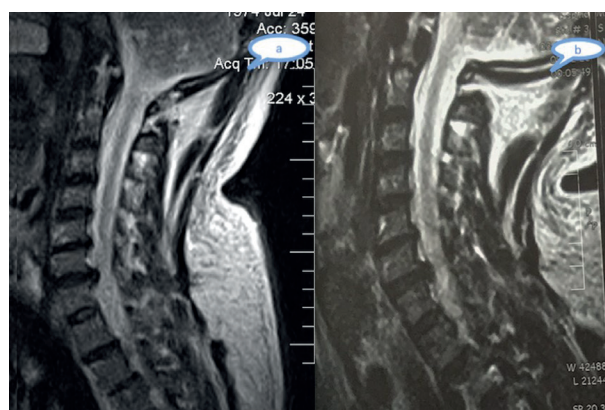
МРТ шейного отдела пациента И. 42 лет: а — до; б — через 12 месяцев после MBST-терапии
